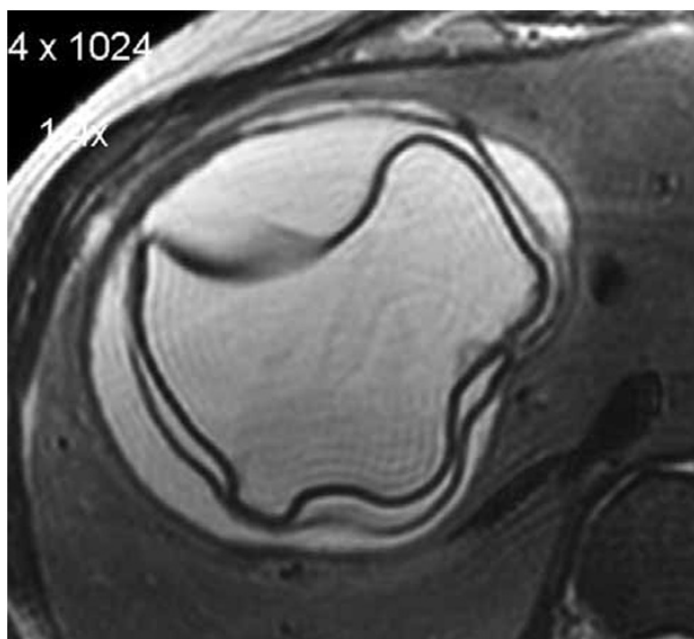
МРТ картина ехінококової кісти печінки. Стрічкова гіперехогенна структура в просвіті кісти (відшарувалася хітинова оболонка) як і додаткові кістозні включення (дочірні кісти), патогномонічні тільки для ехінококкових кіст
